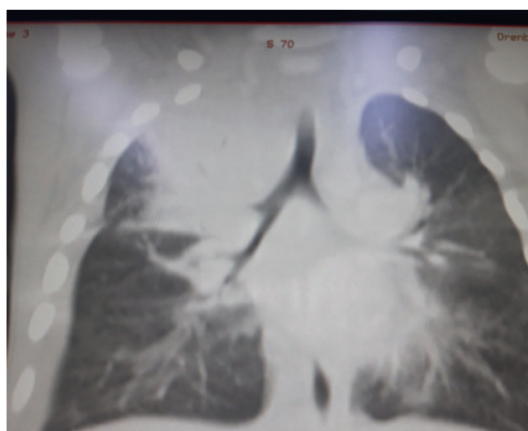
Компьютерная томограмма органов грудной клетки (на уровне бифуркации трахеи)
